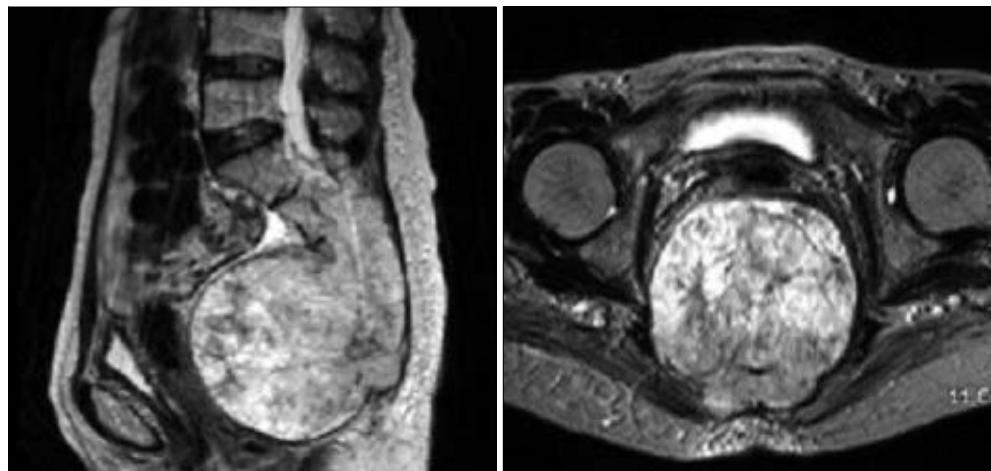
Preoperative MRI-From S2 segment to almost sacral invasion of large osteolytic tumor mass at pelvic cavity, T1-weighted magnetic resonance image shows mixed signal and intratumoral hemorrhage due to high signal intensity multifocal area. (Left) Sagittal view, (Right) Vertical view.
